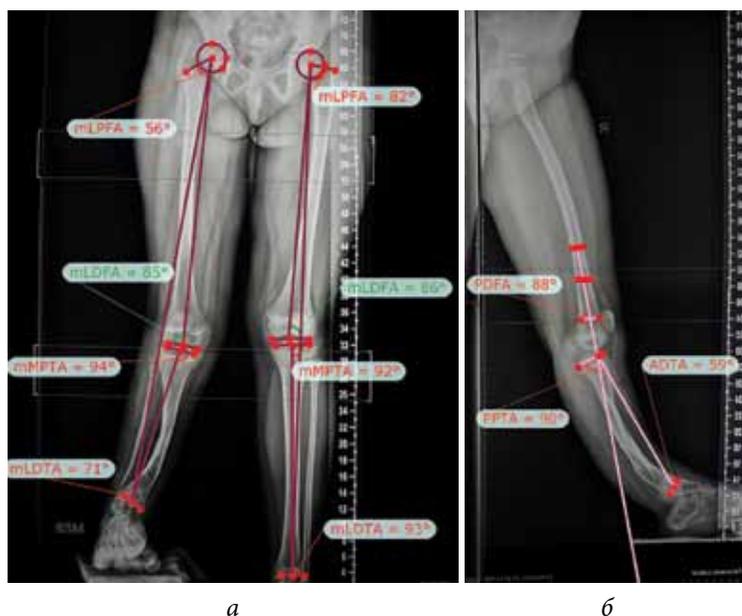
Рентгенограммы пациентки с кВЛСКГ перед выполнением коррекции деформаций: *а* — передне-задняя проекция; *б* — боковая проекция
